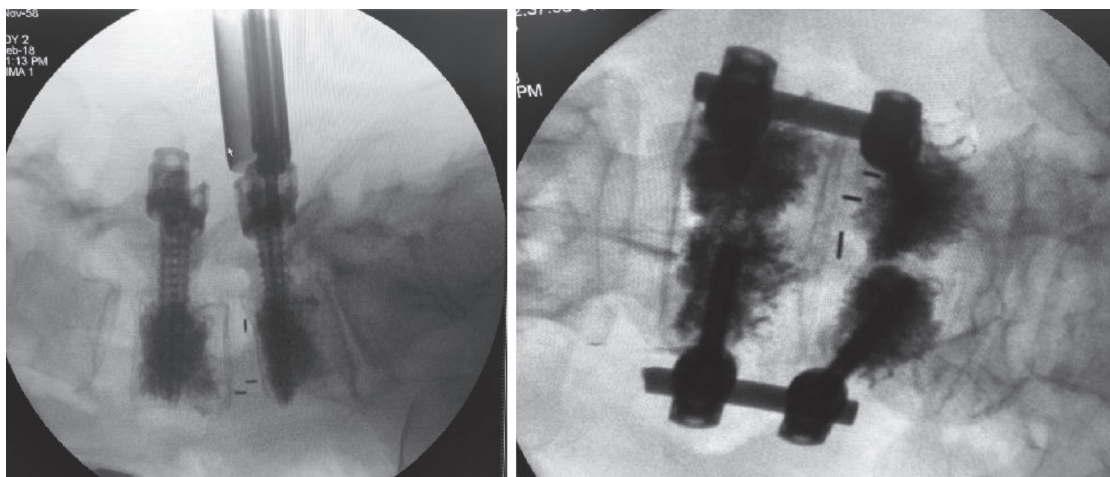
Введение костного цемента в остеопоротические тела позвонков посредством канюлированных перфорированных винтов. Интраоперационные рентгенограммы в боковой и прямой проекциях.
